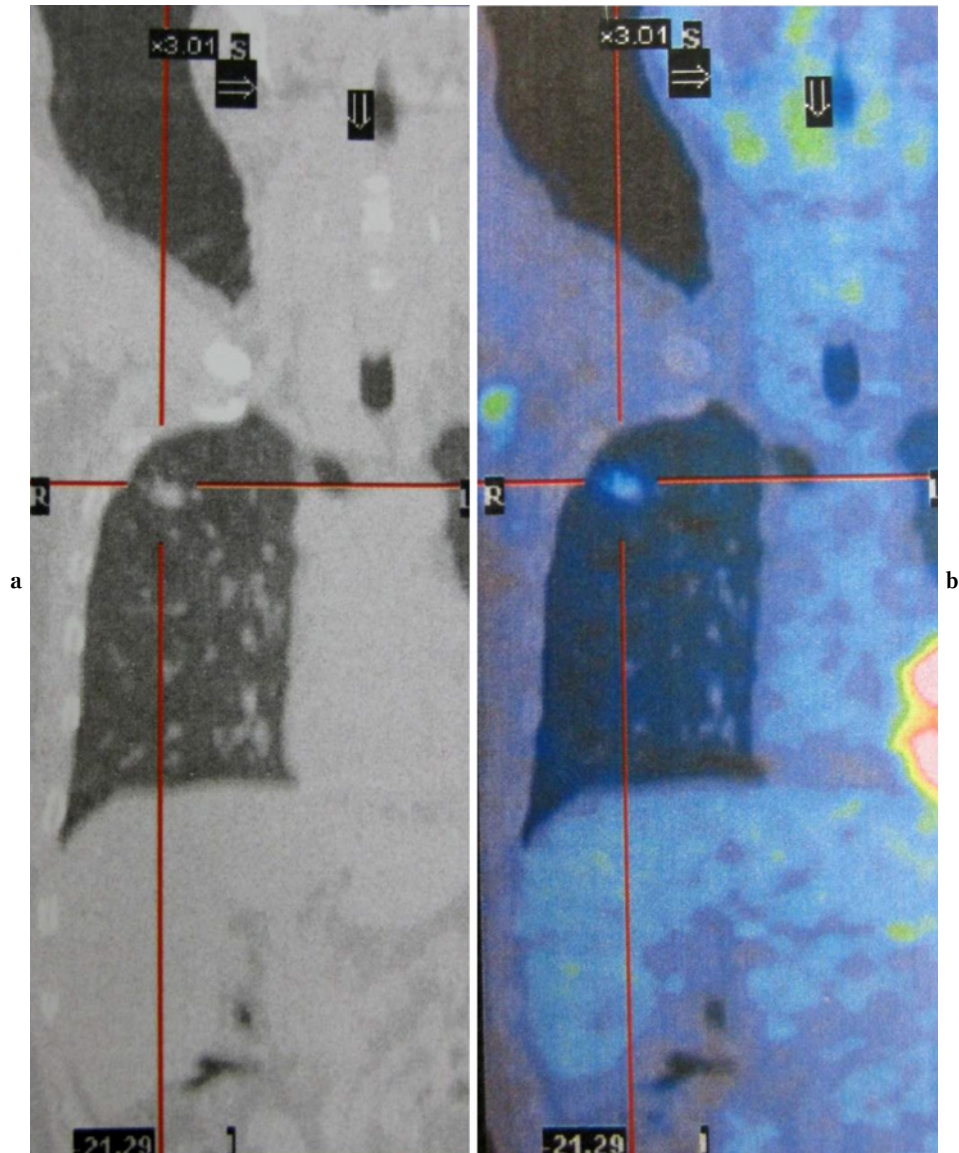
A PET scan image showing the positive accumulation of FDG in the right upper lobe nodule, but not in the thoracic spine or other organs (a: CT, b: FDG-PET).
